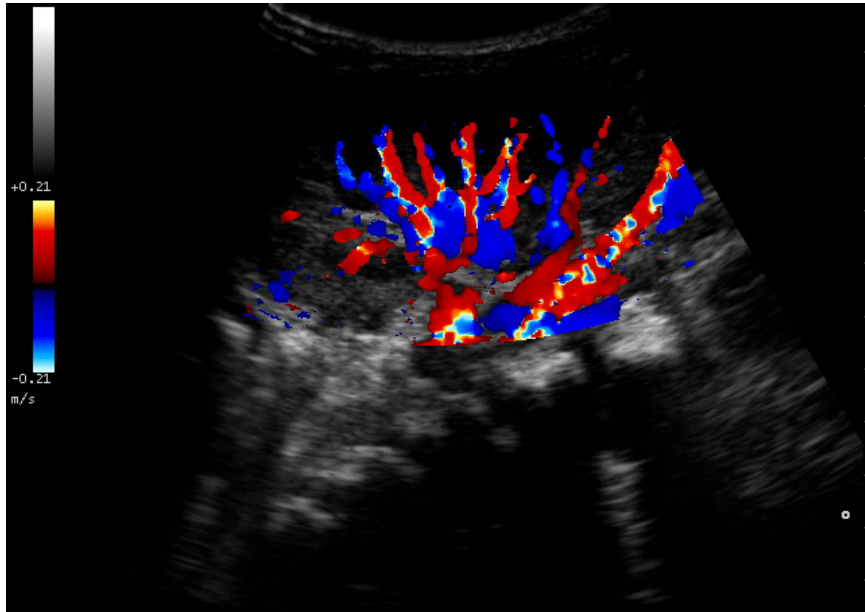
Immagine ecografica color Doppler di rene trapiantato (casistica personale).
